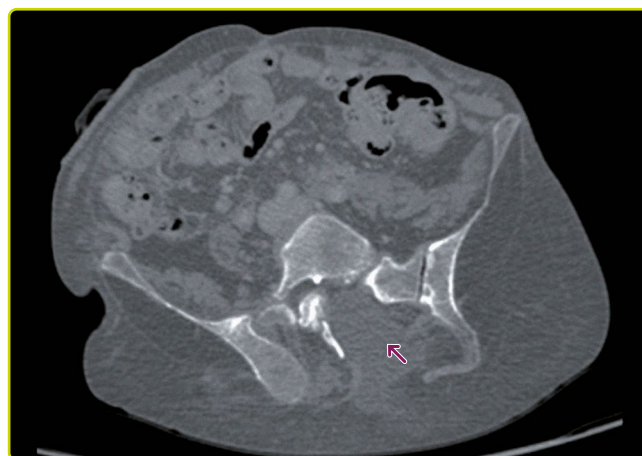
Espina bífida con meningocele. TC en ventana ósea que muestra defecto de fusión de elementos vertebrales posteriores con colección (meningocele).
